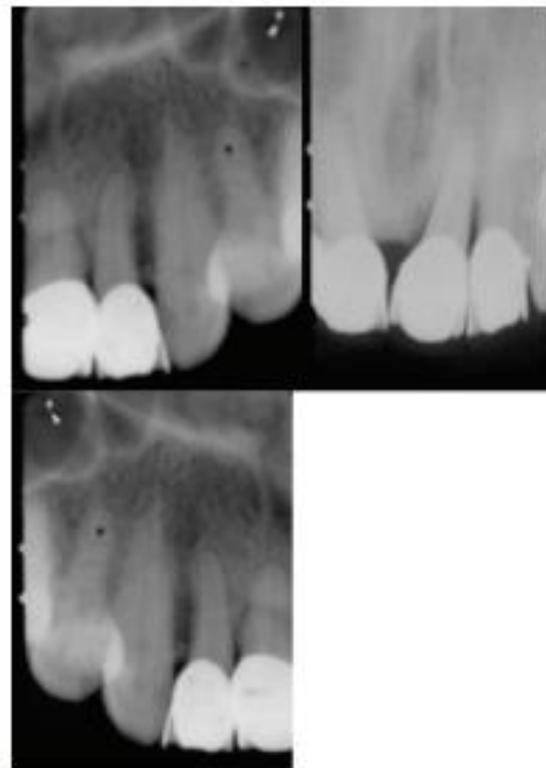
Radiografías periapicales preoperatorias del paciente anterior, nótese la radiolucidez mesial y distal en la pza. 2,1.
